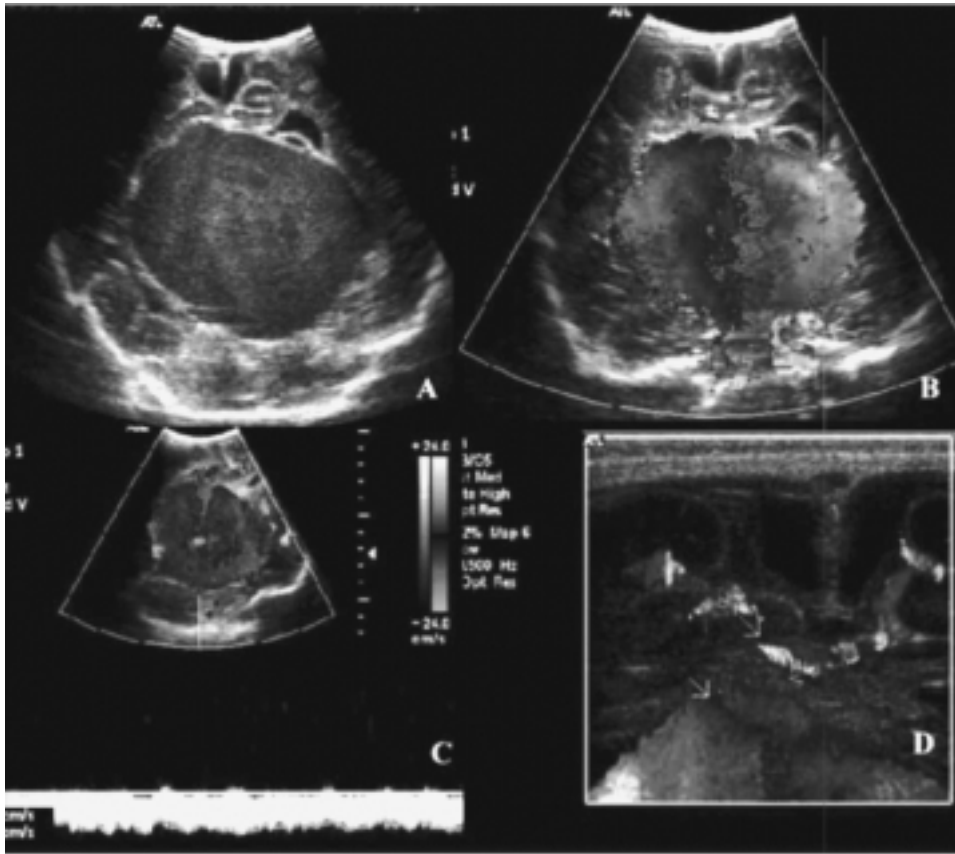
A) US transfontanelar posterior a colocación de sistema de derivación ventrículo peritoneal, masa ecogénica de la línea media por encima de la cisterna cuadrigeminal. B) Corte coronal con US Doppler color que muestra la presencia de flujo turbulento dentro de la lesión. C) Espectro Doppler con flujo monofásico venoso en el centro de la lesión. D) Corte sagital con transductor de superficie, donde se observa un vaso aferente a la malformación, proveniente de la circulación cerebral anterior.
